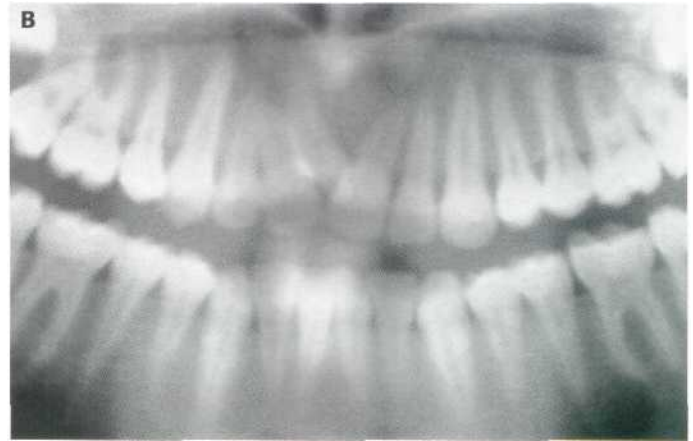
Malposición de los incisivos centrales superiores. (A) Divergencia de las raíces y convergencia de las coronas. (B) Presencia de un mesiodens (detalle de la ortopantomografía).
